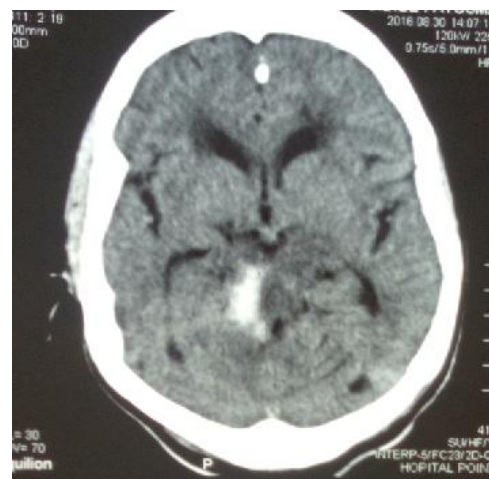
TDM cérébrale en coupe axiale montrant un hématome pédonculaire
